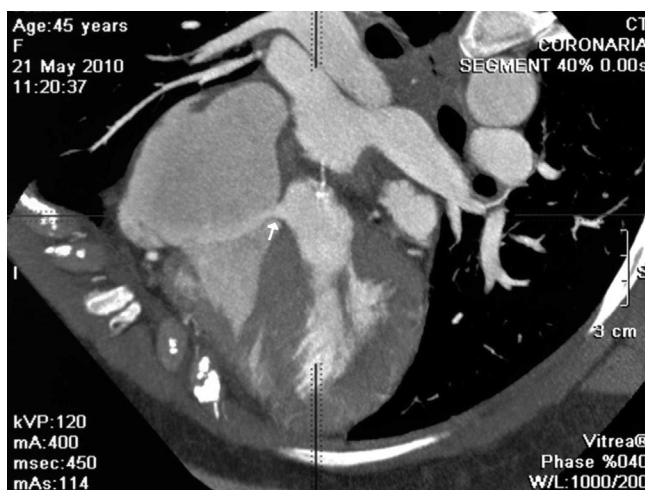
Fístula entre raíz de aorta y aurícula derecha en paciente con endocarditis infecciosa (flecha). El estudio confirmó la complicación que ya era evidente en el ecocardiograma transesofágico y permitió la valoración de las coronarias antes de la cirugía.
